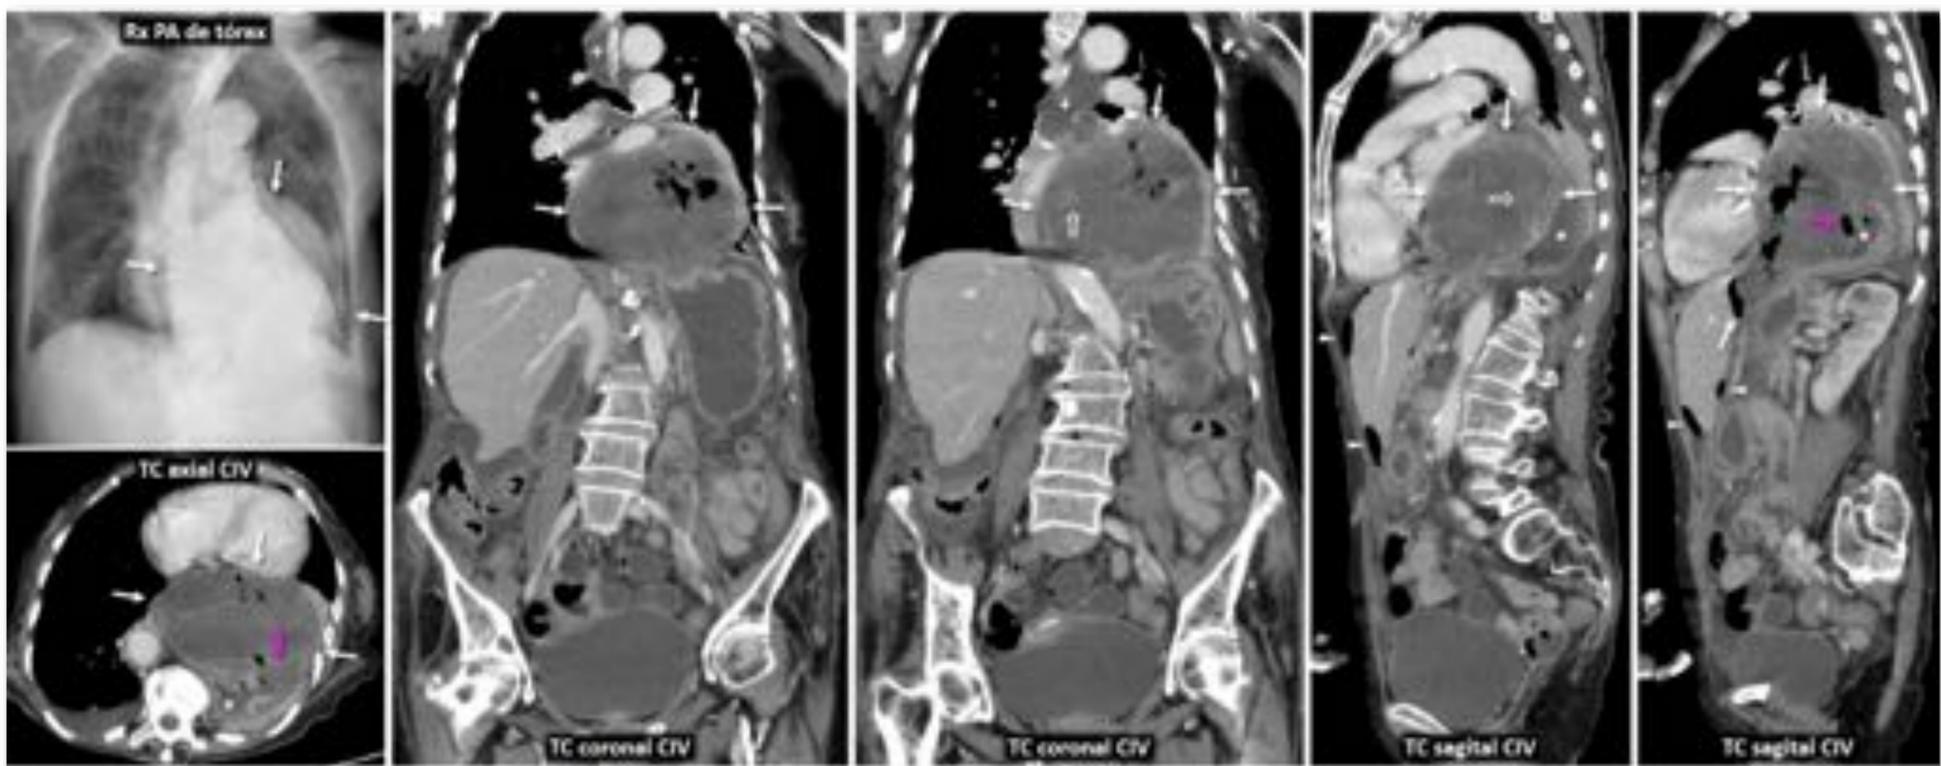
Hernia de hiato esofágico por deslizamiento con perforación gástrica. Mujer de 90 años. Intenso dolor abdominal y vómitos en posos de café. Rx de tórax: masa mediastínica inferior (flechas blancas). TC: gran colección en saco herniario de hiato que se extiende al abdomen (flechas blancas). Contiene gas y áreas de alta densidad, hemorrágicas (flechas huecas). Comunica con la luz del fundus gástrico (*) por una amplia solución de continuidad en esta (flechas rosas). Esófago dilatado (+), con sonda que no alcanza el estómago. Neumoperitoneo intrabdominal (cabezas de flecha). La familia rechazó la intervención y falleció.
